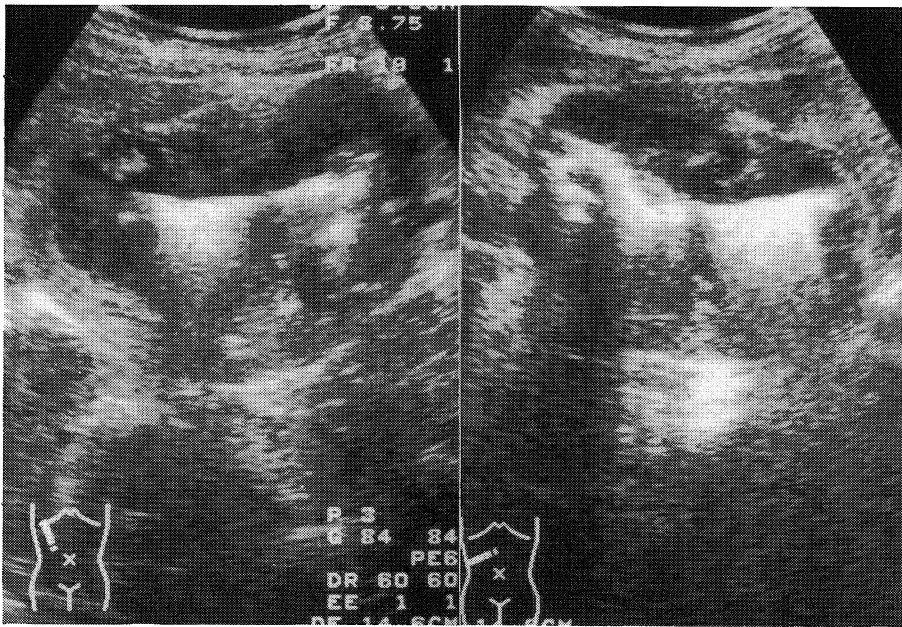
Ultrasonography showed an abdominal mass with pseudokidney sign.
